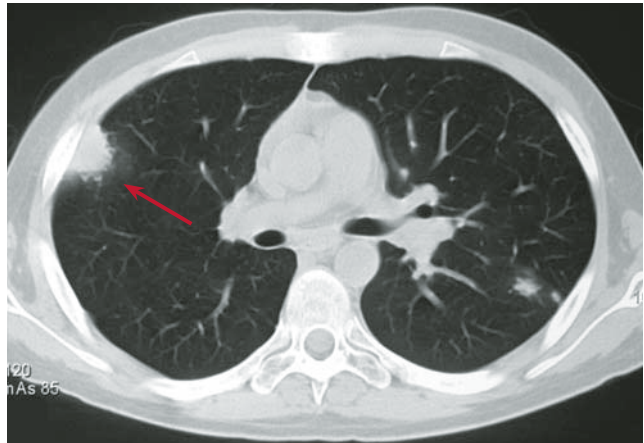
Hochauflösende Computertomographie der Thoraxorgane desselben Patienten (Abb. 1) am selben Tag. Man erkennt eindeutige Pilz-typische Infiltrate. Diagnose: Invasive pulmonale Aspergillose bei AML.
